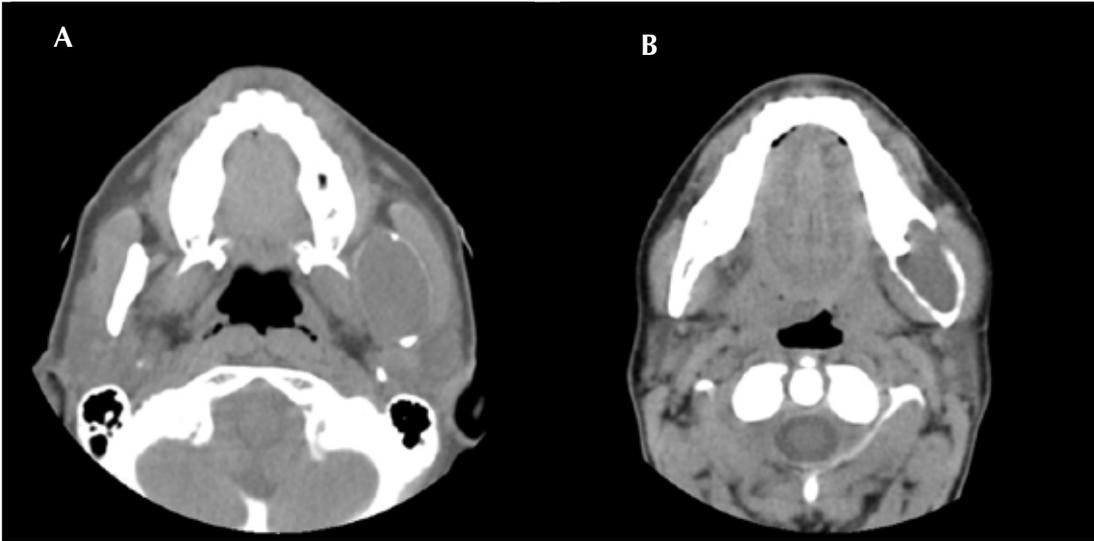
3B: Axial CT with window for soft tissue
